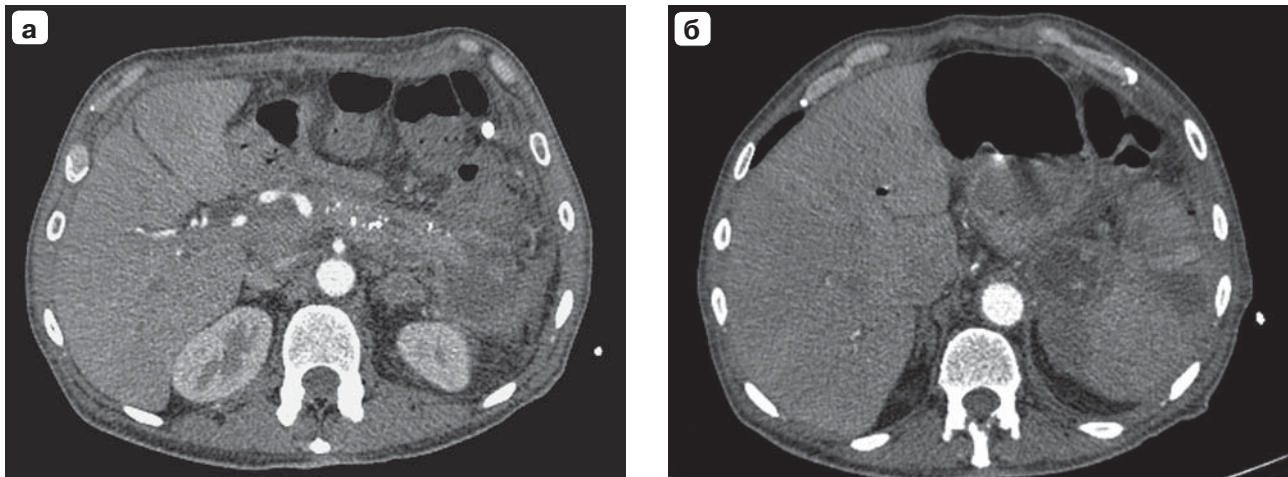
Компьютерная томограмма. Панкреатогенные псевдокисты селезенки. а, б – последовательные томограммы, иллюстрирующие распространение поражения в паренхиме селезенки. Артериальная фаза исследования.
